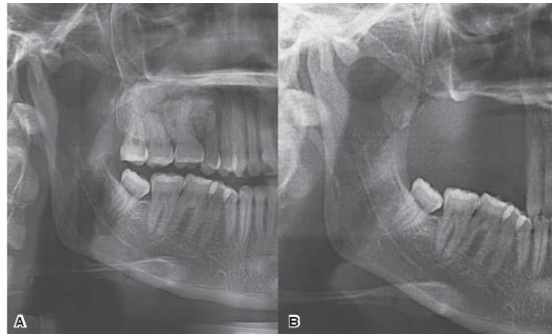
A) Lesión osteoblástica en el maxilar derecho. B) Ortopantomografía postquirúrgica inmediata. Tomada de Morelos, 2013.<sup>36</sup>
